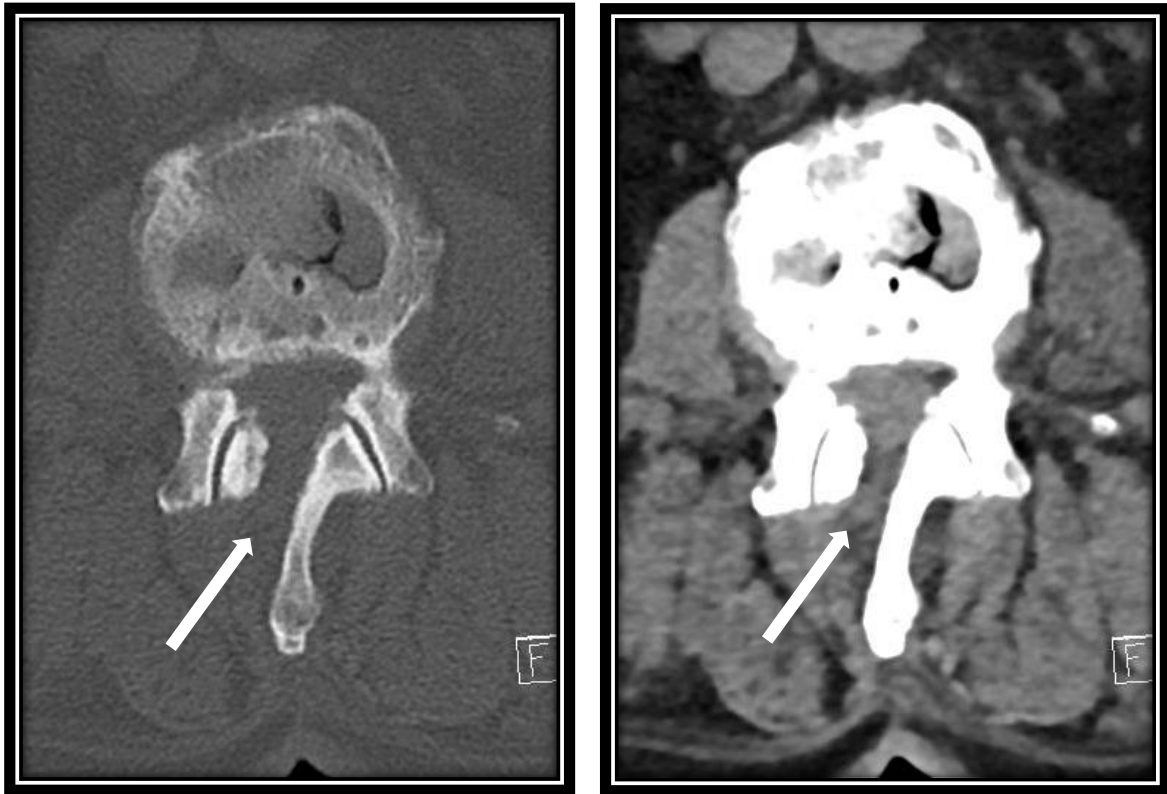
CT zur Planung eines Revisionseingriffes nach rechtsseitigem Zugang: (links) Knochenfenster und (rechts) Weichteilfenster. Optimale Darstellung der knöchernen Strukturen einschließlich des Zugangdefektes: Laminotomie (Pfeil) und des Restgelenkes. Quelle: Anonym aus dem Archiv der Schön Klinik Hamburg Eilbek.
